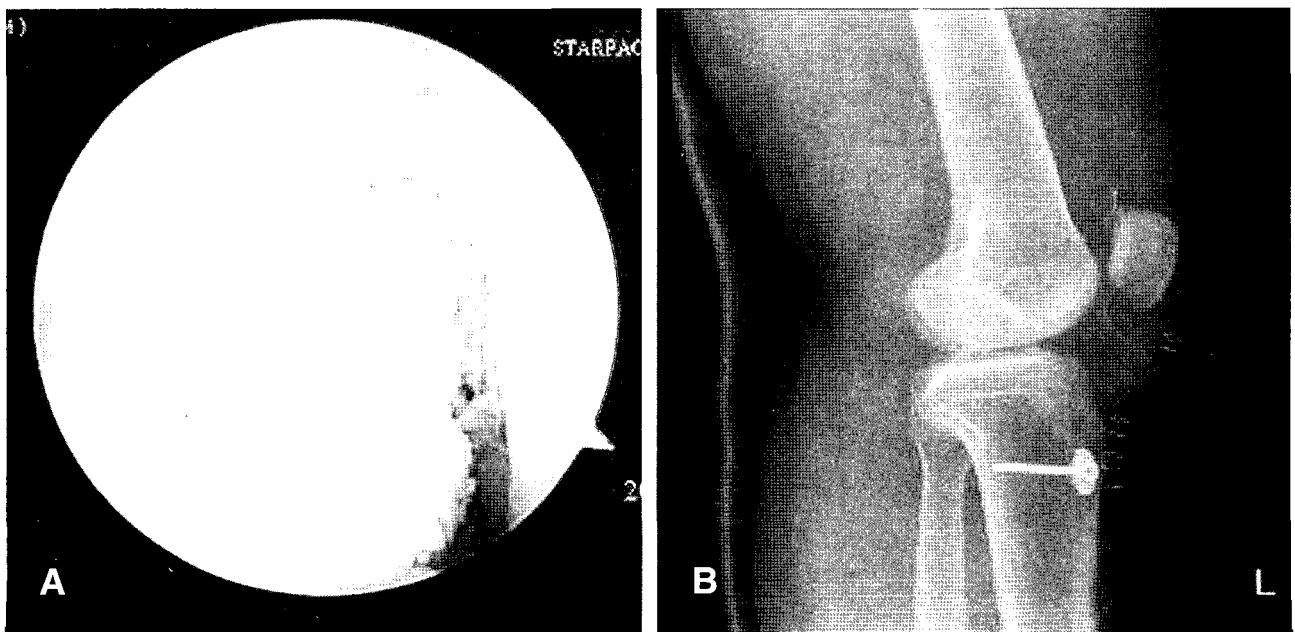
(A) Postoperative arthroscopic findings after ACL reconstruction using hamstring tendons. (B) Postoperative radiographic findings after ACL reconstruction using hamstring tendons.
